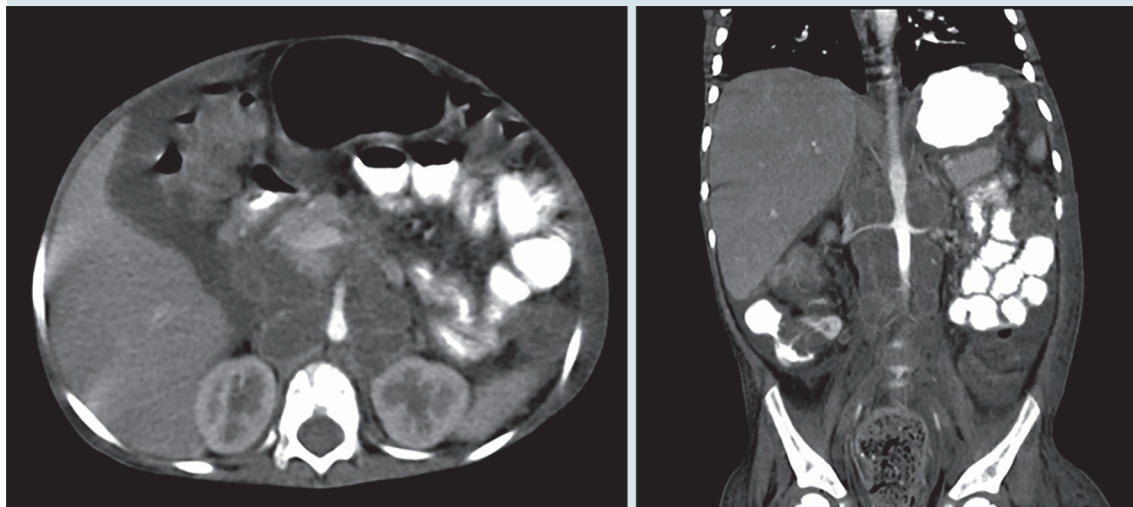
Tomografía axial computada de abdomen: conglomerado ganglionar retroperitoneal y mesentérico, con compresión extrínseca de la vena cava inferior.
